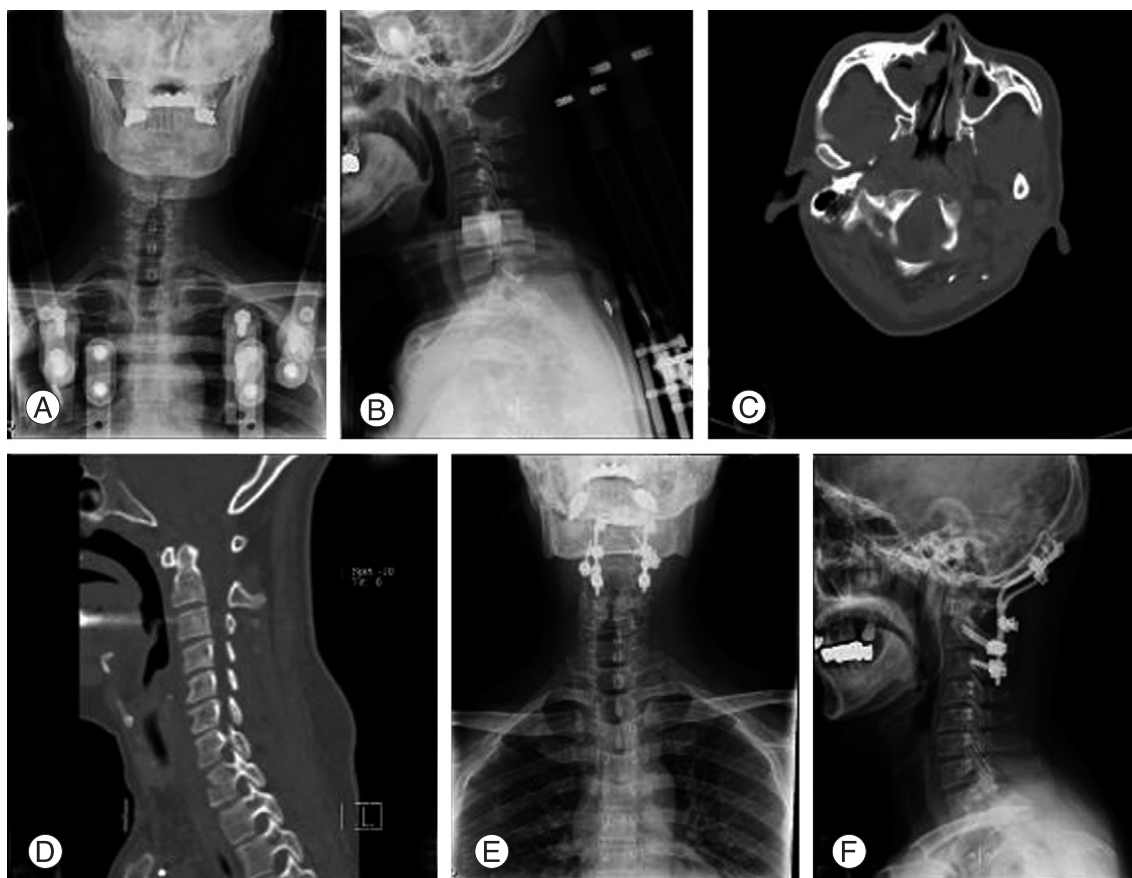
Follow-up roentgenography and CT scans. (A, B) Anterior-posterior and lateral roentgenographic views at 3 months after Halo-vest Application. (C, D) Axial and sagittal CT scans at 3 months after Halo-vest application. (E, F) Anterior-posterior and lateral roentgenographic views after occipito-cervical fusion.
